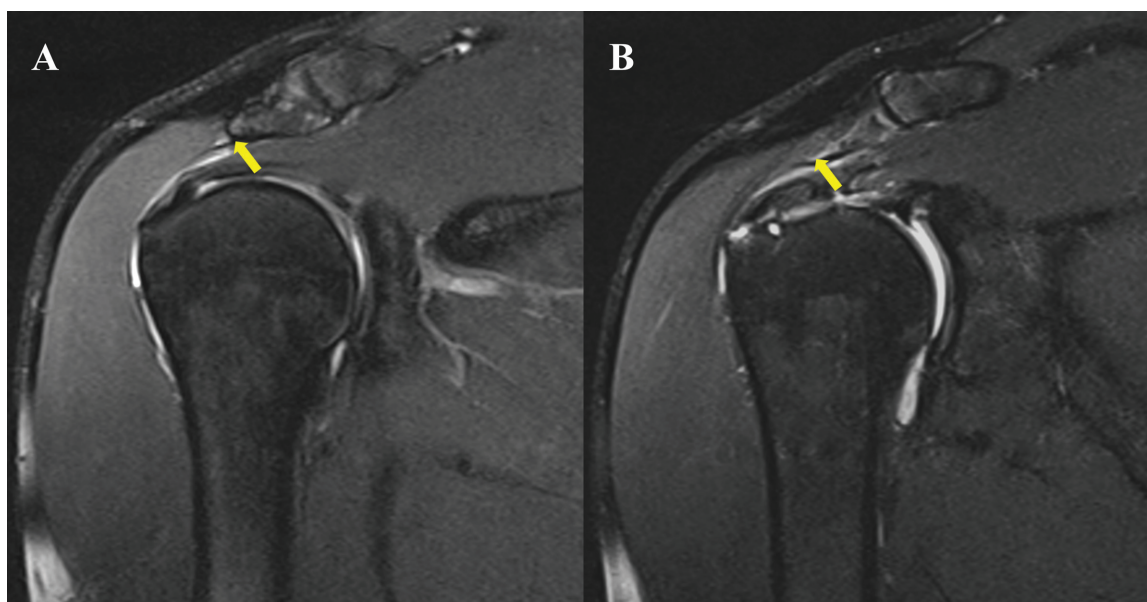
Com frequência, na ressonância magnética, a borda mais lateral do acrômio não está no mesmo plano da linha média da glenoide. Assim, utilizamos o cursor para marcar o acrômio lateral (3A) e depois rolar as imagens até a linha média da glenoide (3B), onde são feitas as medidas.
